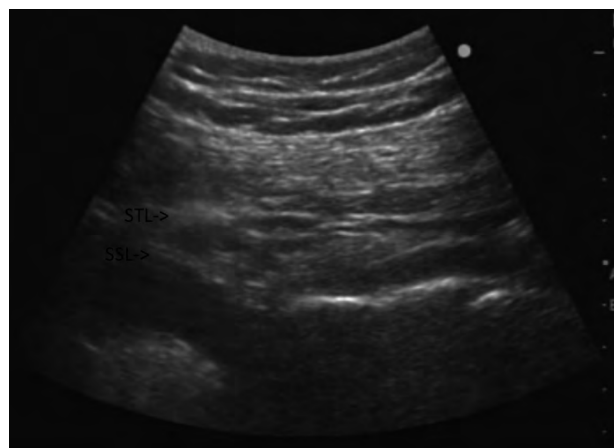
Ultrasound image
